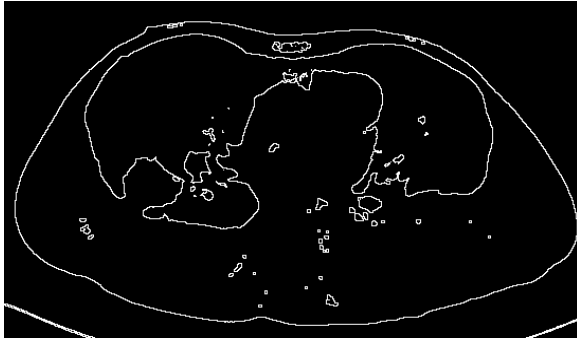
Hasil Deteksi tepi *Canny* Citra CT Scan pada nilai tepi 0.05 kuat dan 0.05 lemah.
